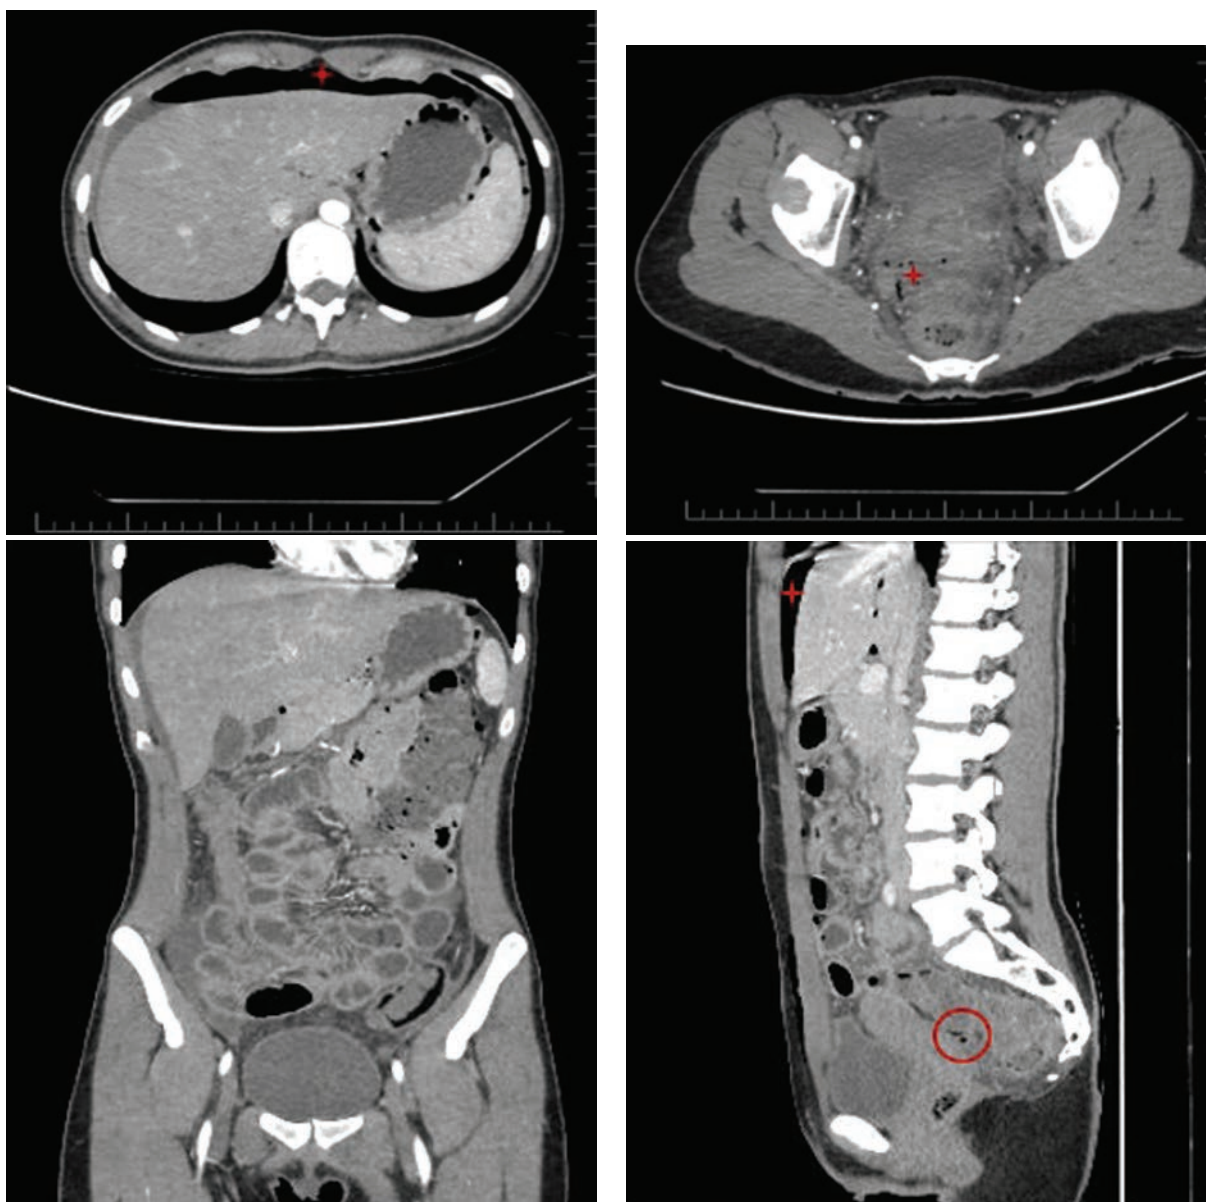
Компьютерная томография органов брюшной полости и малого таза с контрастированием: 0 — дефект в стенке прямой кишки с газовым включением в клетчатке; * — свободный газ
